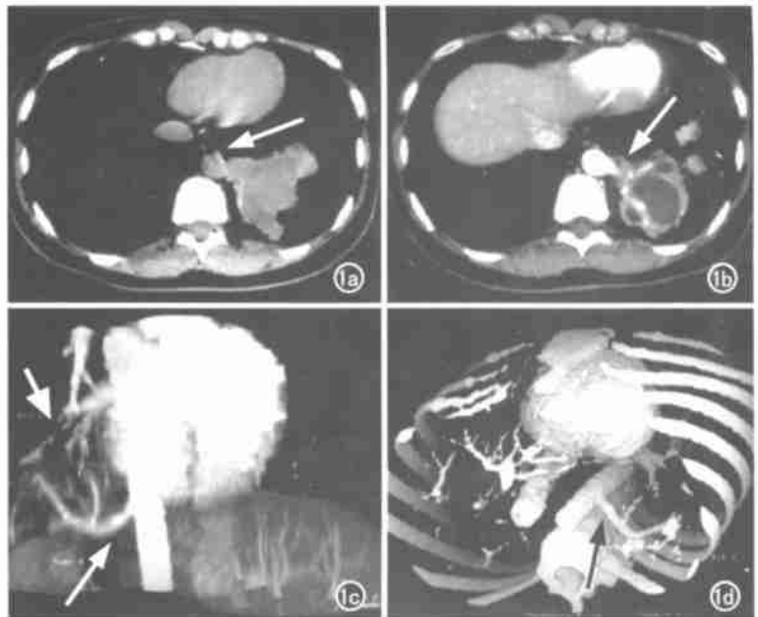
肺隔离症。a) 螺旋 CT 平扫示胸主动脉左侧有一“漏斗状”软组织影与肿块相连(箭); b) 螺旋 CT 增强扫描示胸主动脉左侧壁有一“漏斗状”局部突出的强化血管影与病灶相连(箭); c) MIP 示隔离肺组织的供血动脉(长箭)和引流静脉(短箭); d) 3D SSD 示供血动脉(箭)。
